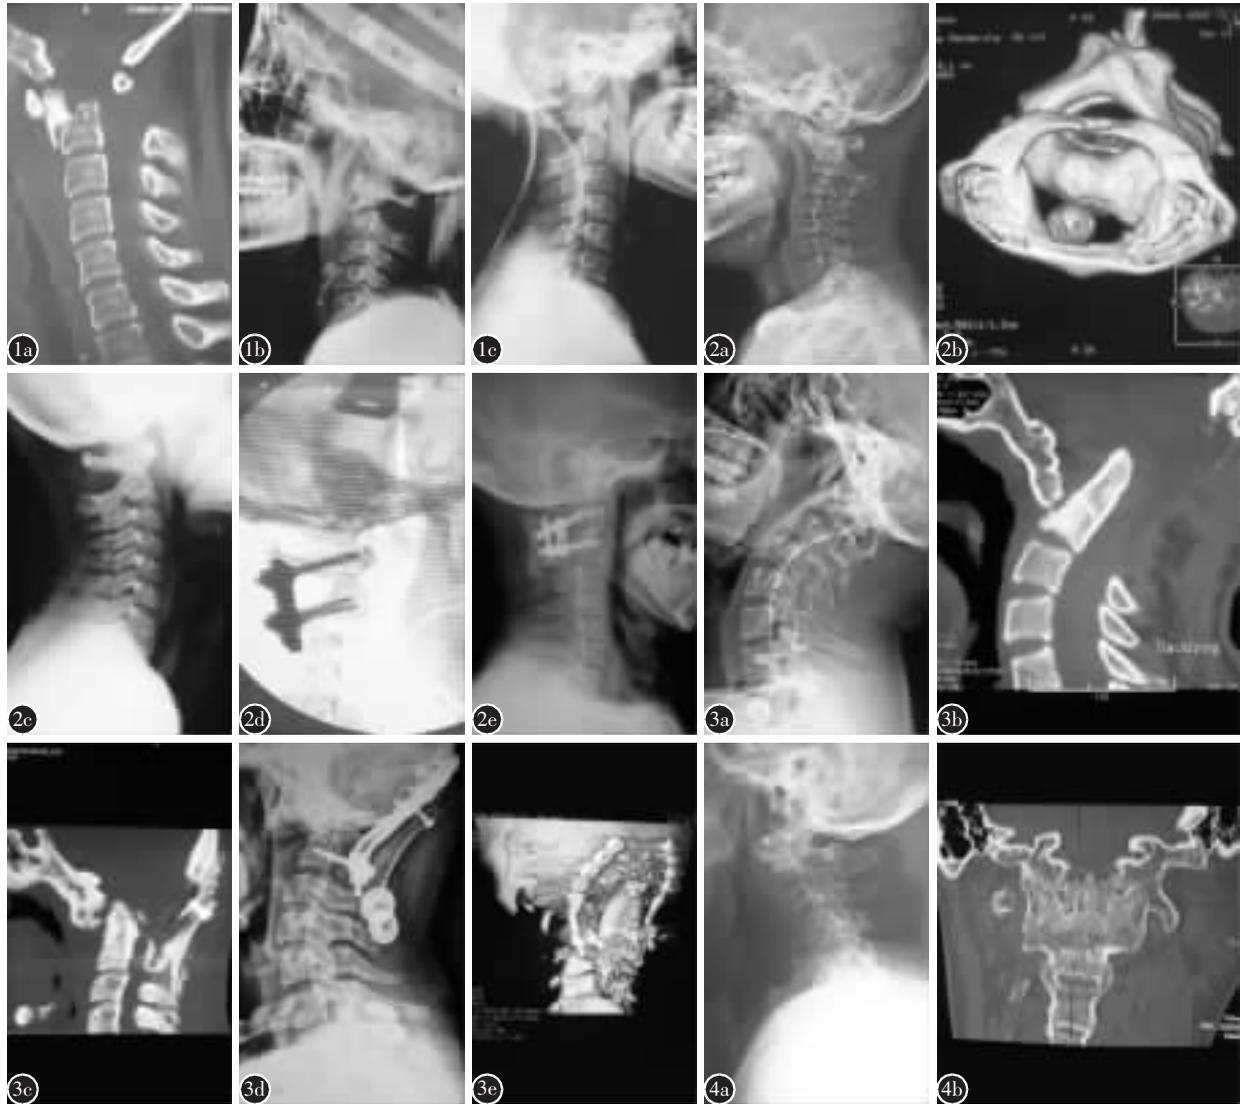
a 术前 CT 示新鲜齿状突基底部骨折脱位,属 T1 型寰枢椎脱位 b 经颅骨牵引复位后颈椎侧位 X 线片示寰枢椎脱位复位 c 复位后颈托外固定 12 周,颈椎侧位片示齿状突基底部骨折线模糊,有骨痂生长 图 2 a 术前侧位 X 线片示齿状突不连,C1-2 脱位伴鹅颈畸形,属 T2 型寰枢椎脱位 b 术前 CT 片示齿状突不连,C1-2 严重脱位 c 术前牵引 2 周后侧位 X 线片示寰枢椎脱位基本复位 d 采用椎弓根钉技术使 C1-2 脱位解剖复位,并固定融合 e 术后 6 个月侧位 X 线片示植骨融合 图 3 a 术前颈椎侧位 X 线片示颅底凹陷,寰椎向前下方脱位至 C2/3 椎间盘水平,牵引 2 周不能复位,属 O 型寰枢椎脱位 b 术前颈椎 CT 片示颅底凹陷,寰椎向前下方脱位至 C2/3 椎间盘水平,枢椎齿状突突入颅内,枕骨寰椎后弓和枢椎椎板被前次手术切除至缺如 c 经前路松解,一期后路 C0-2 椎弓根钉器械复位固定融合术后 CT 片示齿状突复位 d 术后颈椎侧位 X 线片示齿状突复位,鹅颈畸形矫正 e 术后颈椎三维 CT 片显示寰枢椎复位,内固定、植骨位置良好 图 4 a 强直性脊柱炎患者颈椎侧位 X 线片示寰枢椎脱位强直 b 颈椎三维 CT 片显示寰枢椎关节突关节已融合强直,属 I 型脱位
